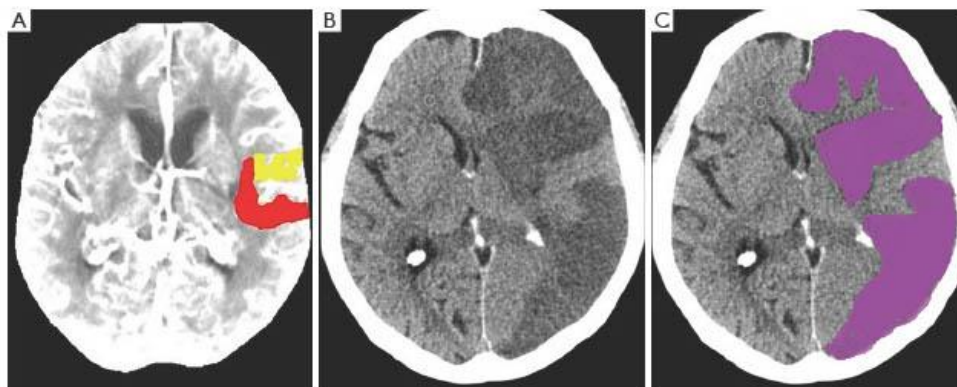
Underestimation of infarct core volume on CT perfusion map. CT perfusion map (A) obtained initially before mechanical thrombectomy depicts core (red) and penumbra (yellow). Non-enhanced follow-up CT (B) depicts large final infarct (purple) in the left hemisphere (C).
